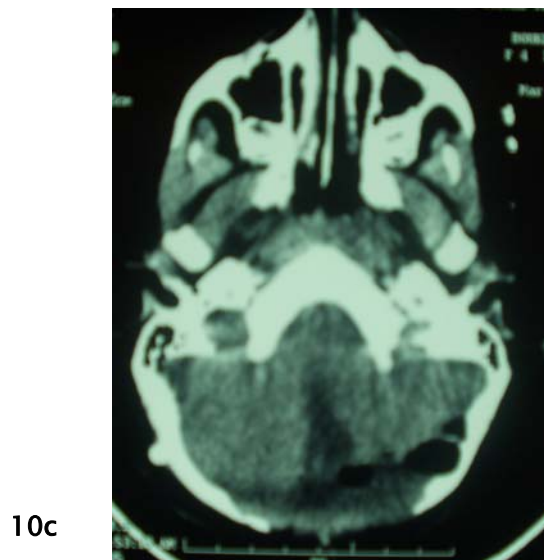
TDM cérébrale de contrôle en coupe axiale après exérèse de la tumeur. Il s'agit d'un médulloblastome à l'examen anatomopathologique.
